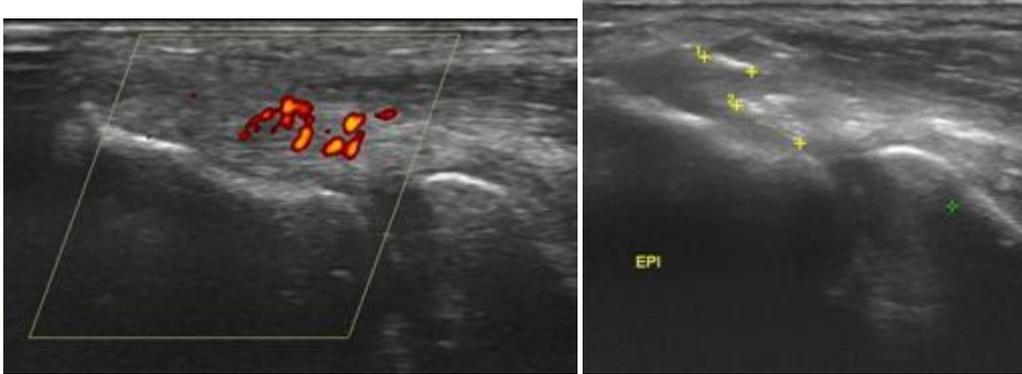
Ecografía de control en el momento de realizar la *EPI*® en la musculatura epicondílea en un paciente afecto de epicondilopatía crónica dolorosa.
